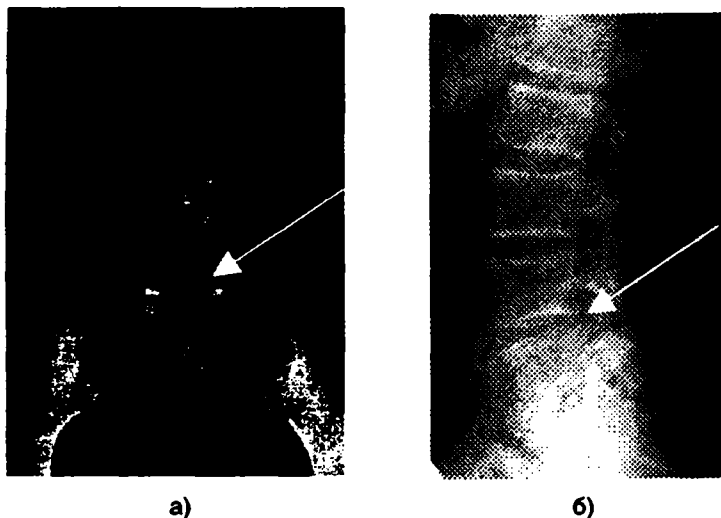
Рентгенограмма больной Б., 58 лет (и.б. № 4616) в прямой (а) и боковой (б) проекциях
